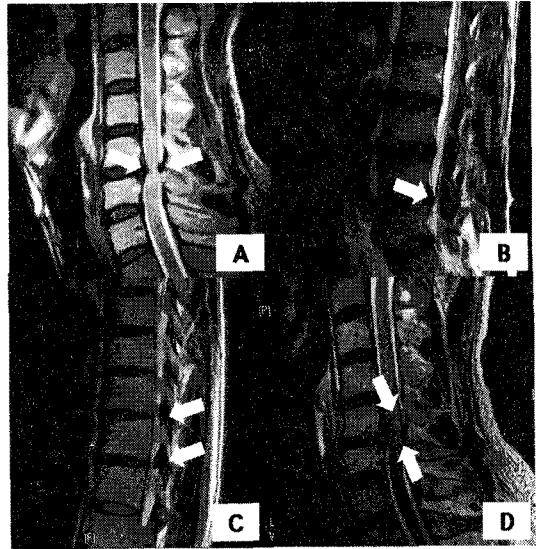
A. Sagittal T2 weighted MRI examination of cervical spine in 50 years old man showed extrusion at C5-6, paramedian protrusion at C4-5. B. Sagittal T2 weighted MRI shows degenerative changes at L4-5, but no clinical signs. C. Sagittal T2 weighted MRI examination shows a posterior spinal cord compression at T8-T10 level. The ossifications of the ligamentum flavum were visible as low signal masses in contact with the neural arches of T8-9 and T9-10. D. A 3 months follow up. Sagittal T2 weighted MRI demonstrates a broad-based central disc extrusion at C5-6 level causing central canal stenosis. Hyper-intense signal is detected at C5-6 disc level(arrow).
